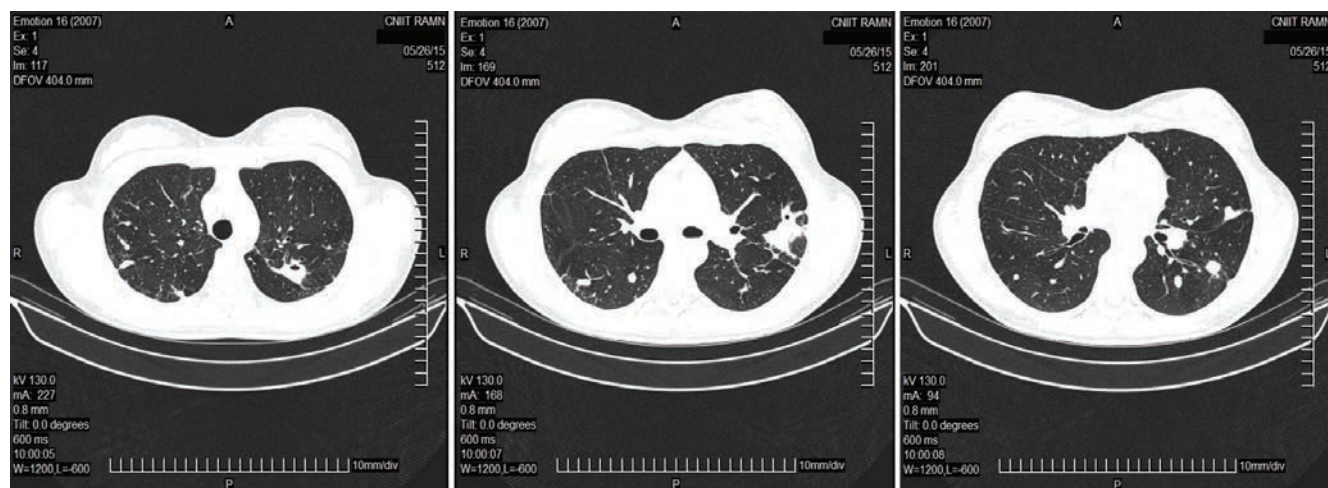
КТ ОГК через 8 мес. химиотерапии перед установкой эндобронхиального клапана
